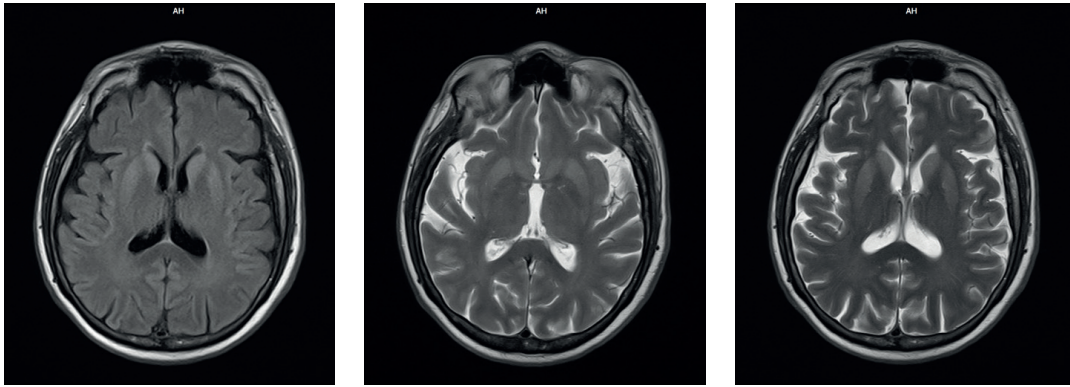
RMN cerebral y con contraste T2. Hiperintensidad en región anterior e inferior núcleo-basal bilateral simétrica.
